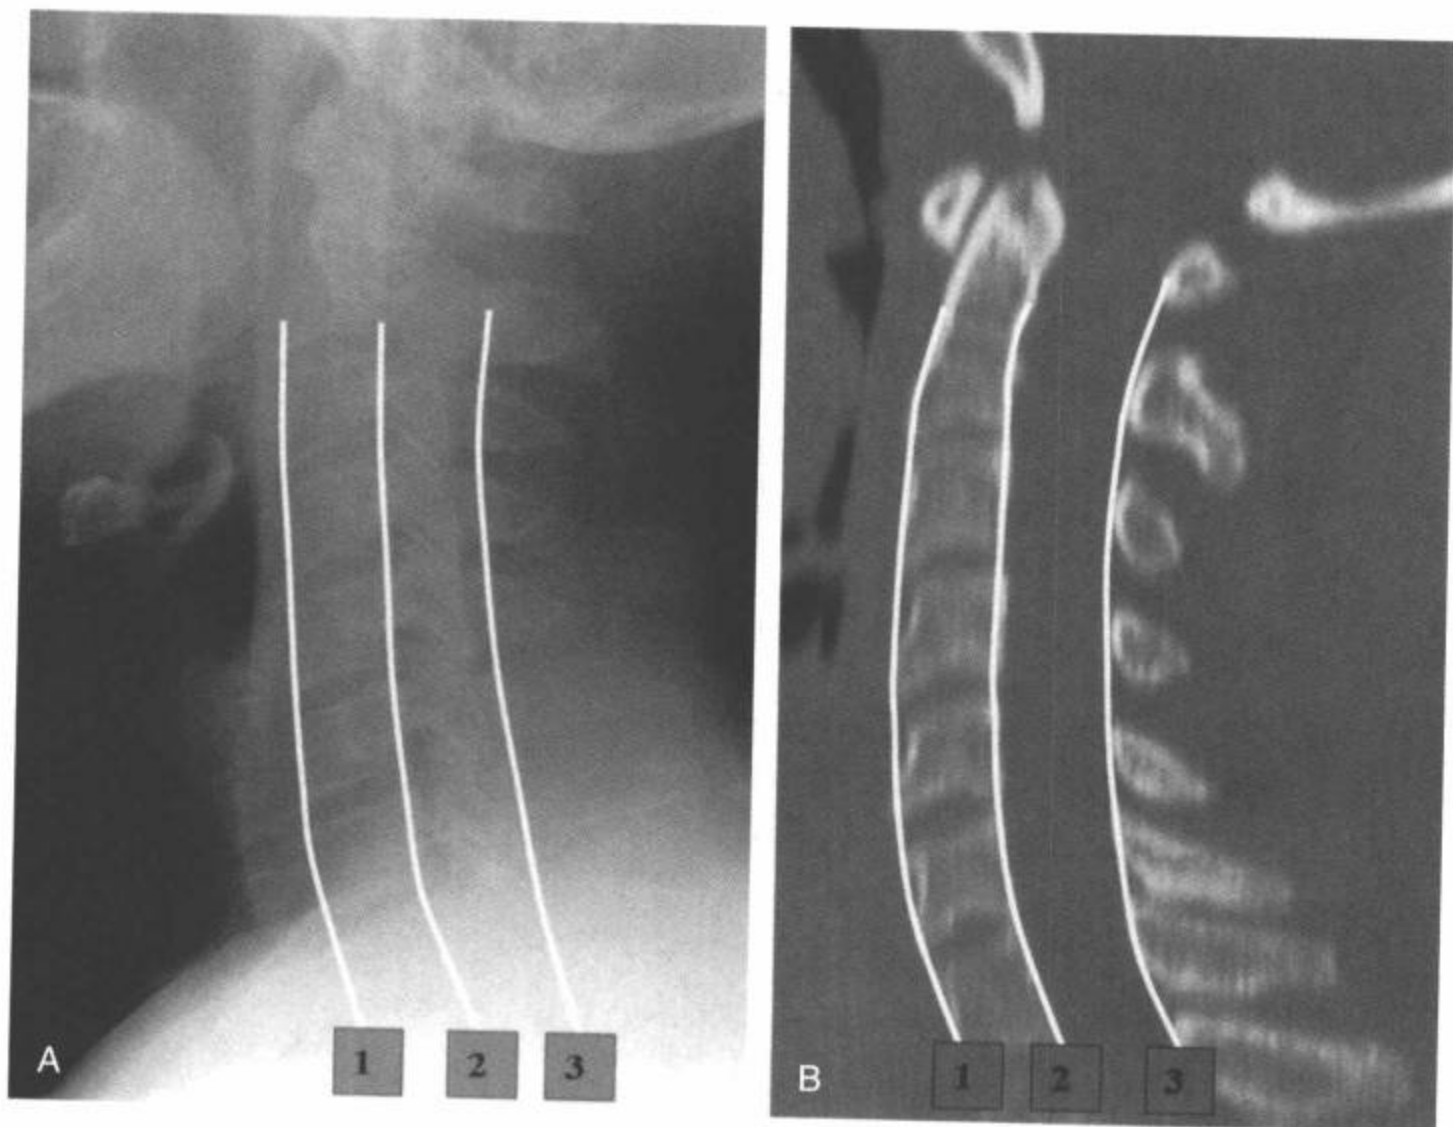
正常颈椎侧位平片 (A) 和 CT 多平面重组矢状面图像 (B)。椎体以平缓前凸的形状对线排列。连接椎体前缘 (1), 椎体后部皮质边缘 (2) 和棘突与椎板连接部前缘 (棘突椎板线) 的连线 (3) 应该形成 3 条无阶梯和中断的微凸平行曲线。这些线之间的间距应该一致。
